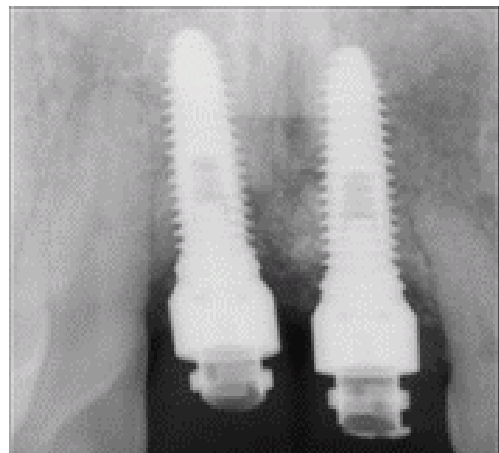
Intraoral photo of first visit in department of periodontology (left) and periapical view of #11i, #21i (right).
